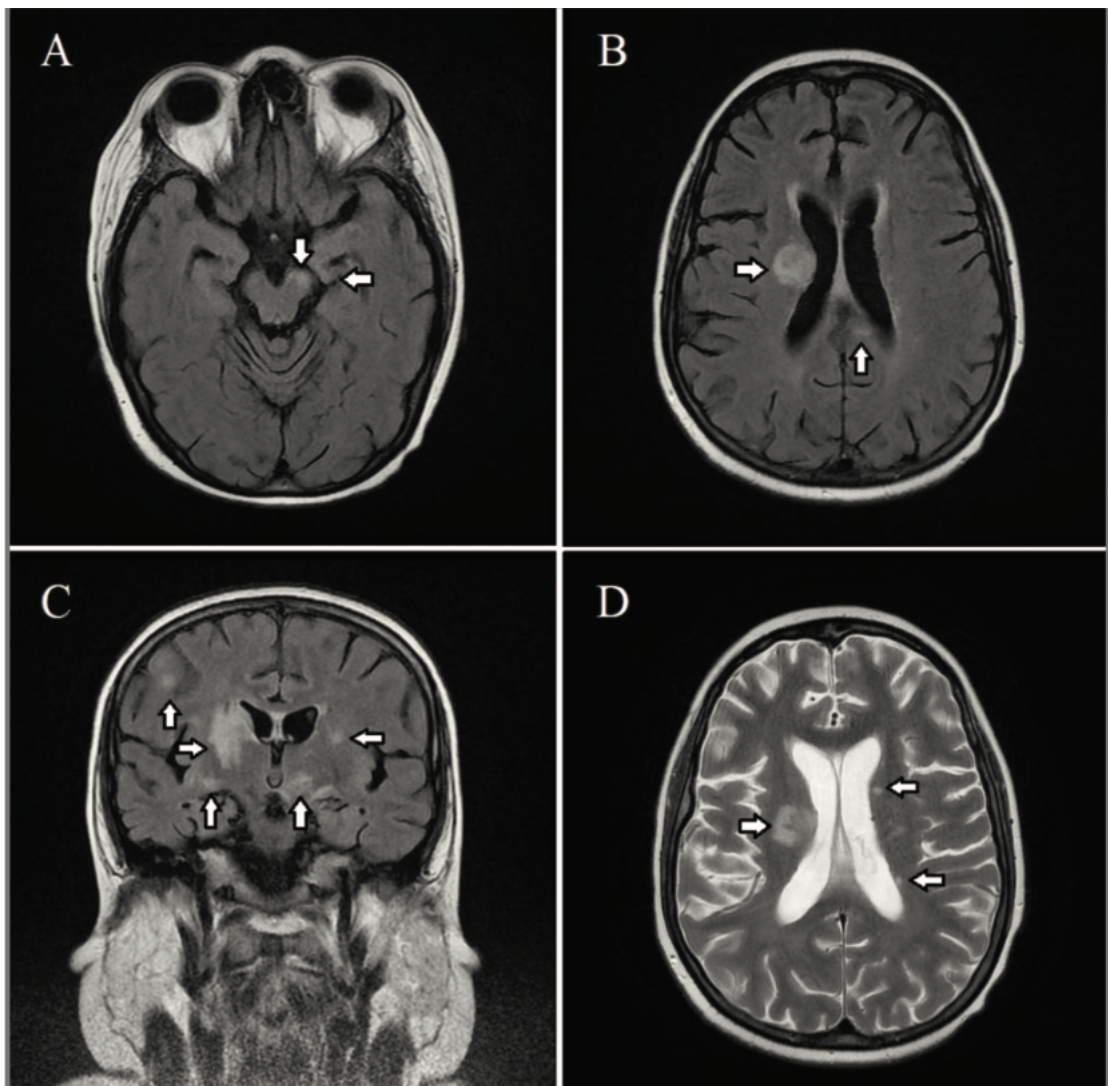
Imagens de ressonância magnética , diagnóstico definitivo de doença neuro-Behcet parenquimatosa com migração (desenvolvimento e desaparecimento) das lesões.(Emmi et al.,2024)
